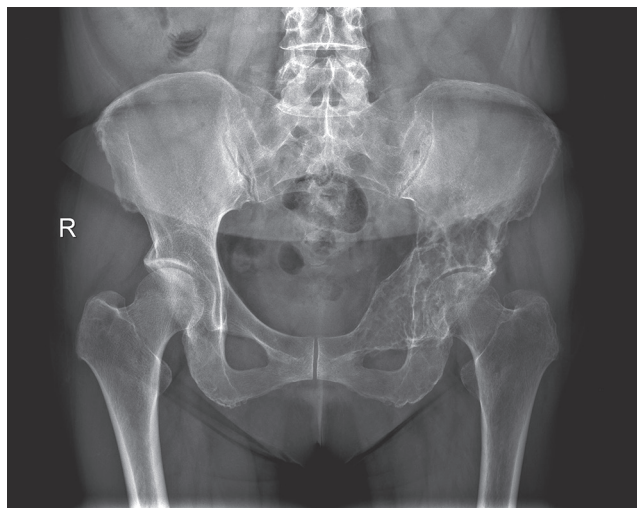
Рентгенография в прямой проекции
